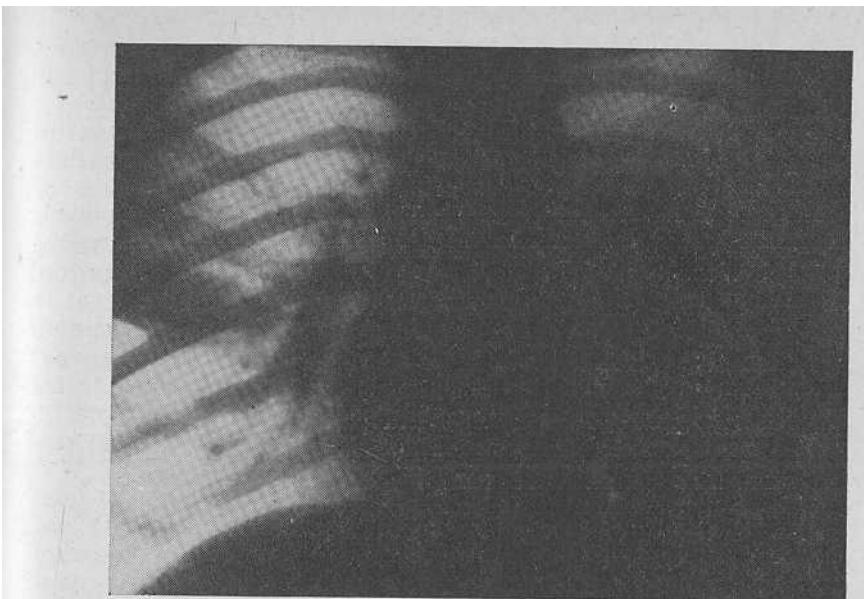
Левосторонний эхосудативный плеврит. Рентгенограмма.
